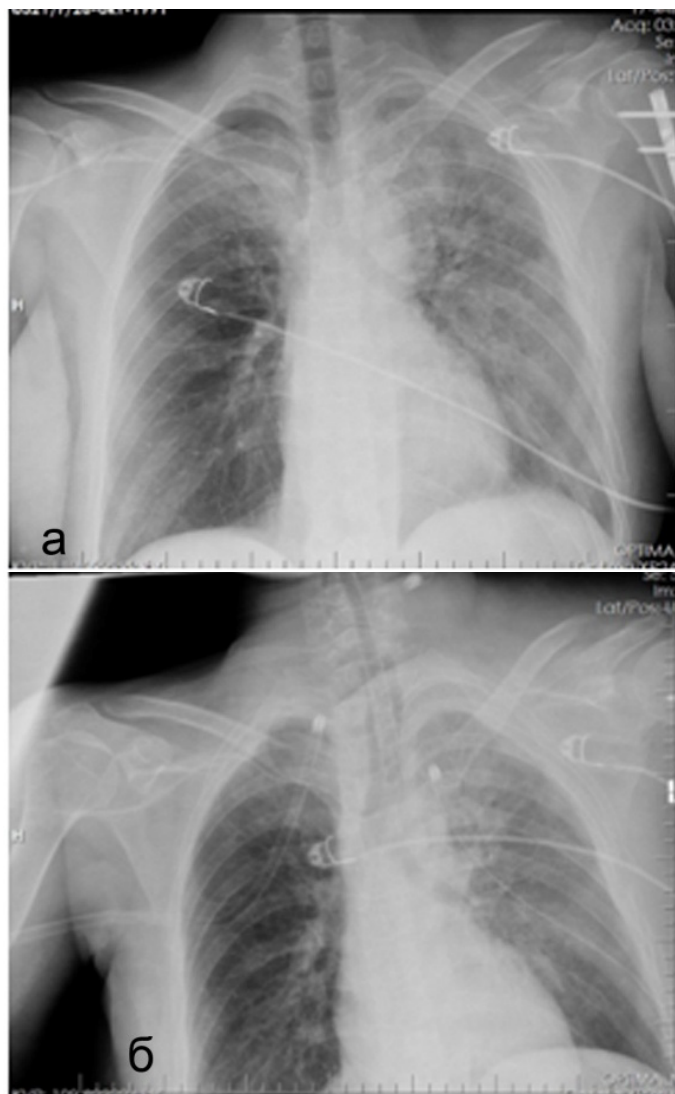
Рентгенограммы грудной клетки в прямой проекции, выполненные в условиях реанимации: а - гидроторакс слева. Пневмоторакс справа. Ушиб легкого слева. Перелом ребер, Перелом левой ключицы с угловым смещением. МОС плечевой кости слева; б - рентгенологический контроль органов грудной клетки после дренирования плевральных полостей. Ушибы легких с двух сторон. Пневмоторакс и гидроторакс не выявлен. ЦВК справа. Тени дренажных трубок в верхних отделах с двух сторон
